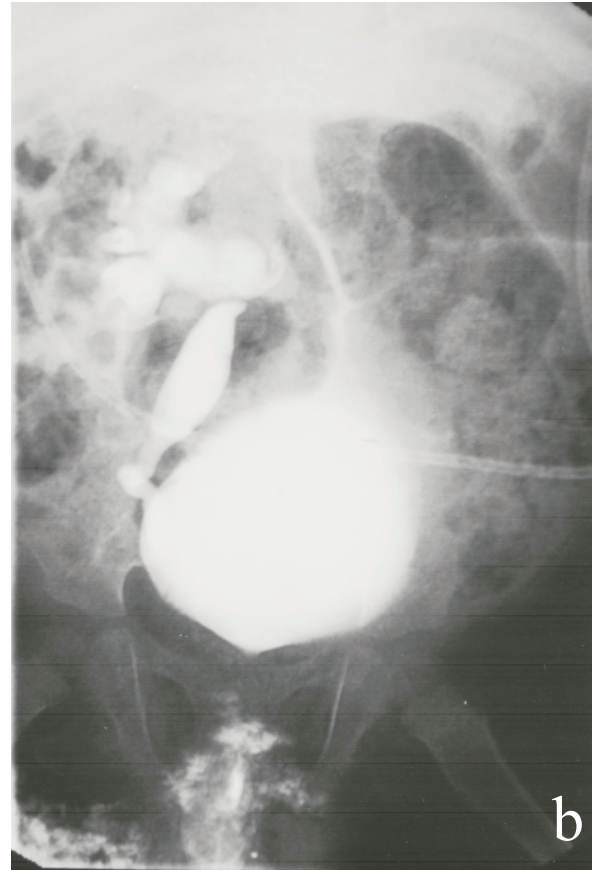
Posteriör üretral valvi olan hastada deforme görünümdeki mesanenin, posterior üretradaki dilatasyonunun ve sonrasındaki darlığın miksiyon sistografisi sırasında görülmesi
